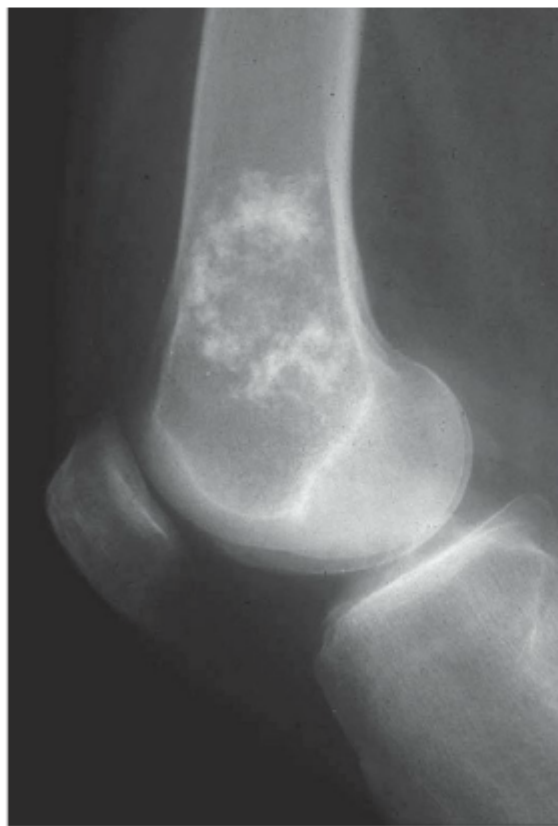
Radiografia, projeção lateral, de um encondroma da extremidade distal do fêmur. Observe a grande calcificação da matriz condroide benigna.
